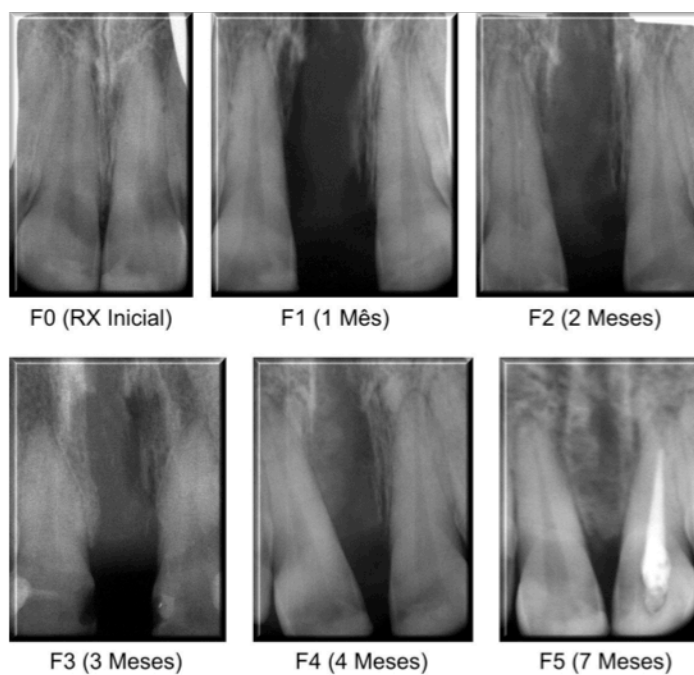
Radiografias digitais SPM anterior do paciente dois, nos tempos medidos no pré-operatório (F0), um mês pós-operatório (F1), dois meses (F2), três meses (F3), quatro meses (F4) e sete meses (F5) do grupo *laser*.
